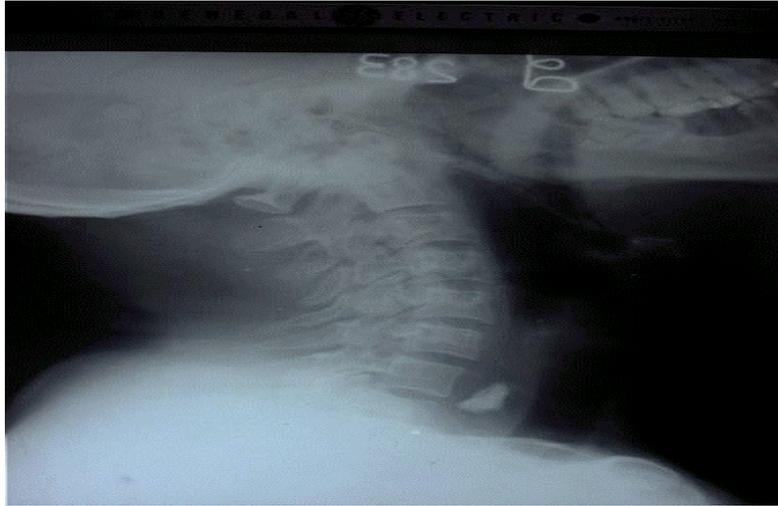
Radiografía simple del esófago. Se observa claramente el cuerpo extraño (hueso) situado por debajo del estrechamiento cricofaríngeo
